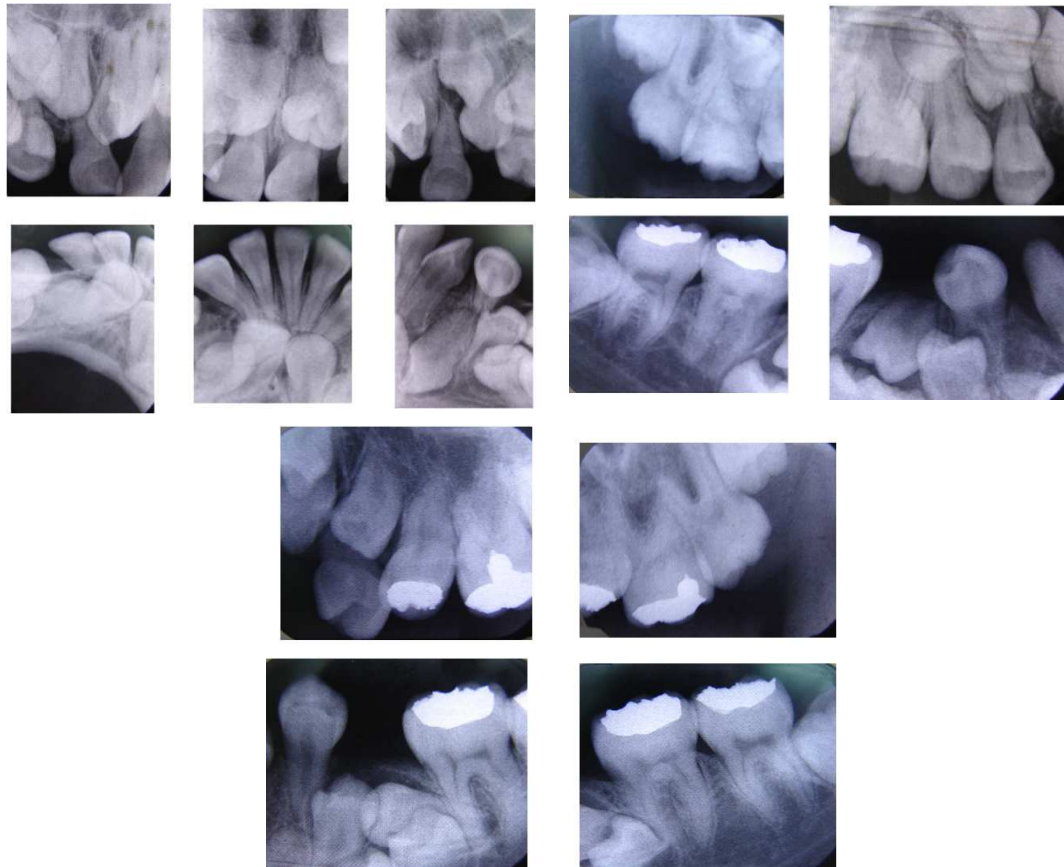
Estudio radiográfico periapical del paciente.
